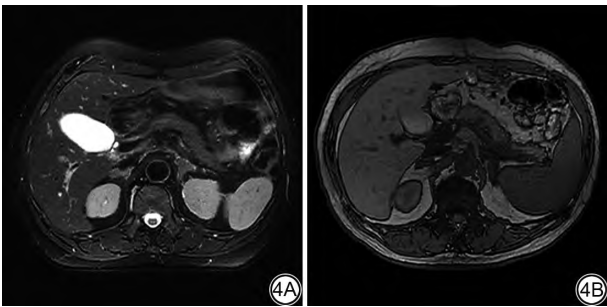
男,75 岁,MRI 显示双侧肾上腺饱满,内部信号尚均匀。结合患者抗肿瘤治疗病史,考虑 ICIs-相关肾上腺皮质功能减退症。ICIs:免疫检查点抑制剂。
